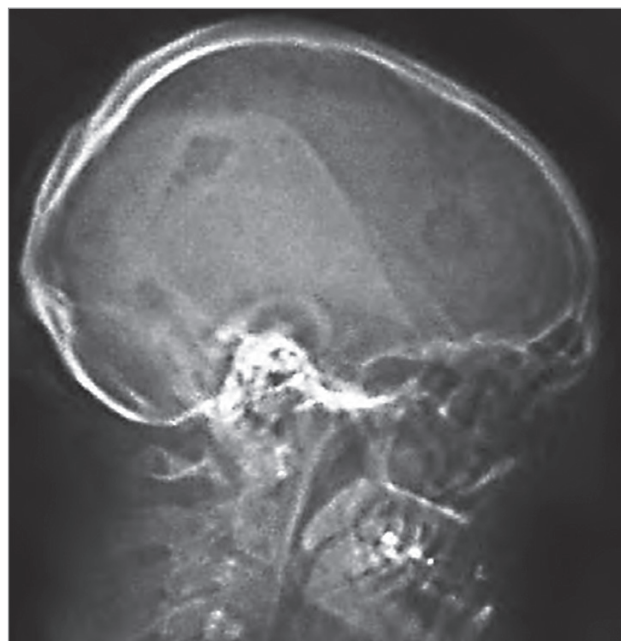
Множественные дефекты в височной кости на рентгенограмме черепа в боковой проекции у пациента с гистиоцитозом из клеток Лангерганса легких и костей
